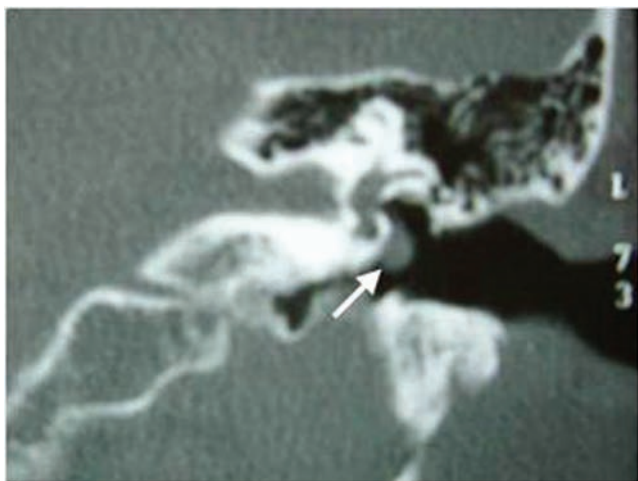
Tomografia computadorizada de ossos temporais do lado esquerdo, corte coronal, demonstrando imagem com densidade de partes moles, sobre o promontório e abaixo da janela oval (seta).
